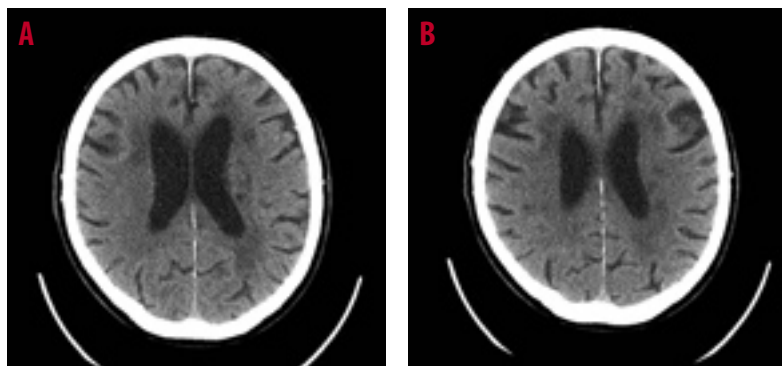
Nativní CT mozku – časné ischemické změny vpravo frontoparietálně
